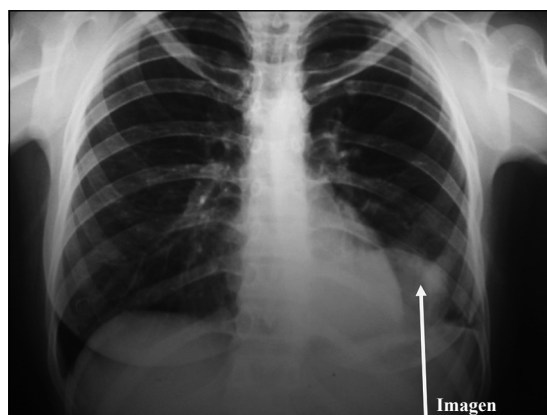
Radiografía de tórax frente (abril de 2014).
